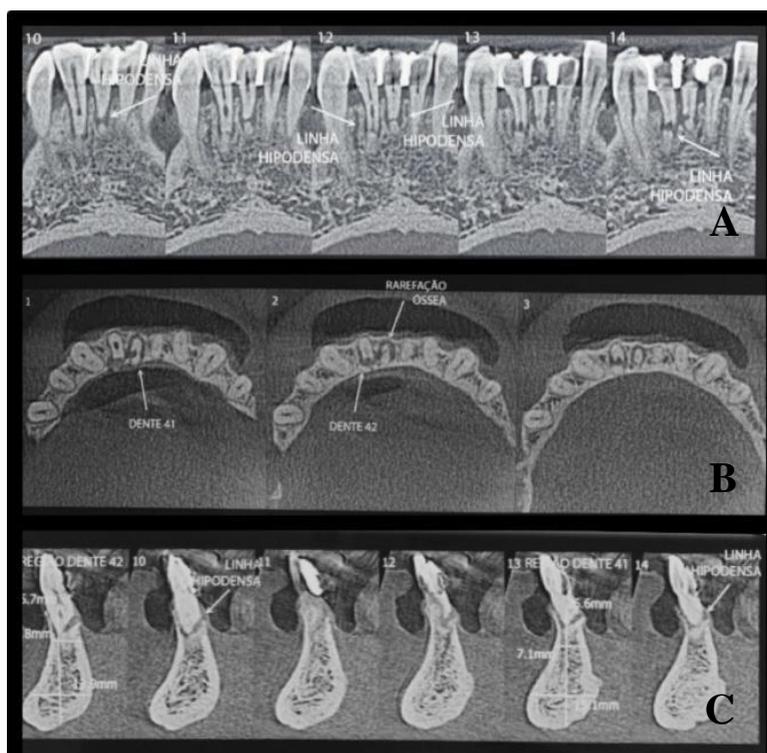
Tomografia Computadorizada de feixe cônico. Nos cortes podemos observar a precisa localização da fratura em ambos os dentes bem como a extensão das lesões. Observamos também a presença do segundo canal no dente 41 e a reabsorção interna no dente 42. A: Cortes coronais. B:Cortes axiais. C:Cortes sagitais, vestibulo-lingual.
